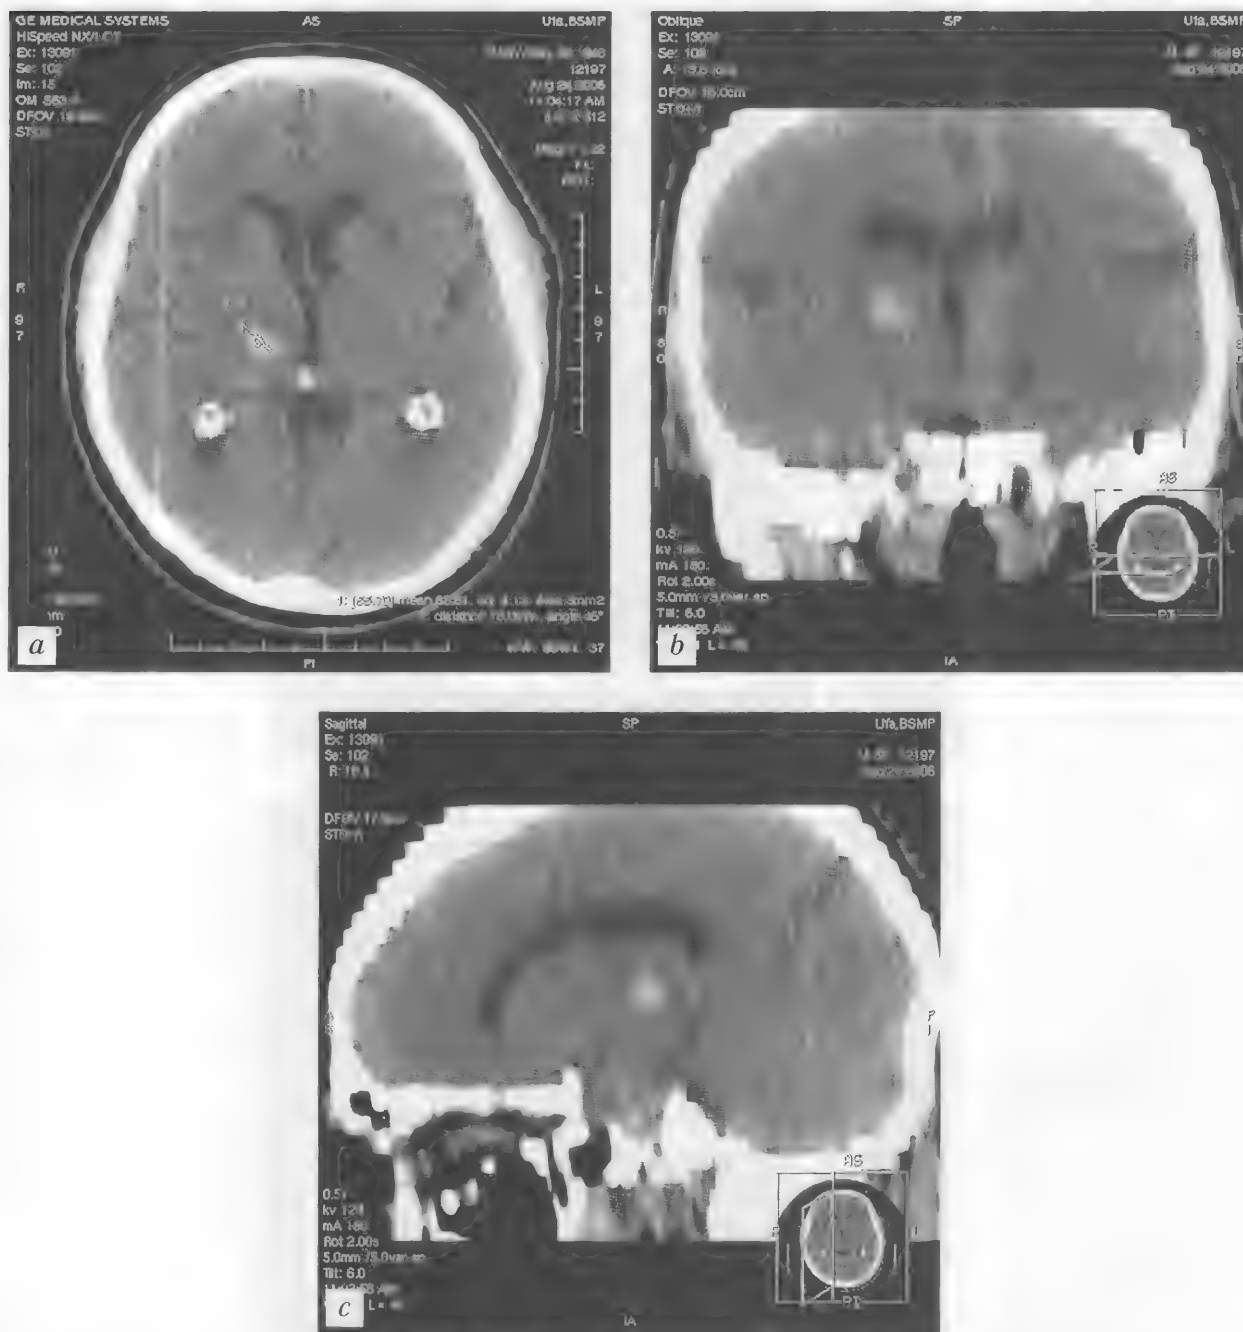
Больной Р., 58 лет. Изолированное гипертензивное кровоизлияние с формированием медиальной гематомы в проекции латерального ядра таламуса справа. КТ — а—с
